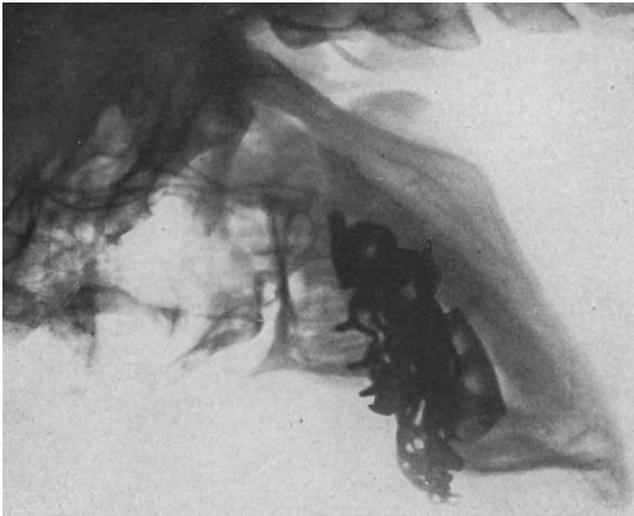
(gehört zu Abb. 120—128). Fall A. G. Röntgenprofilaufnahme vor der Behandlung.
